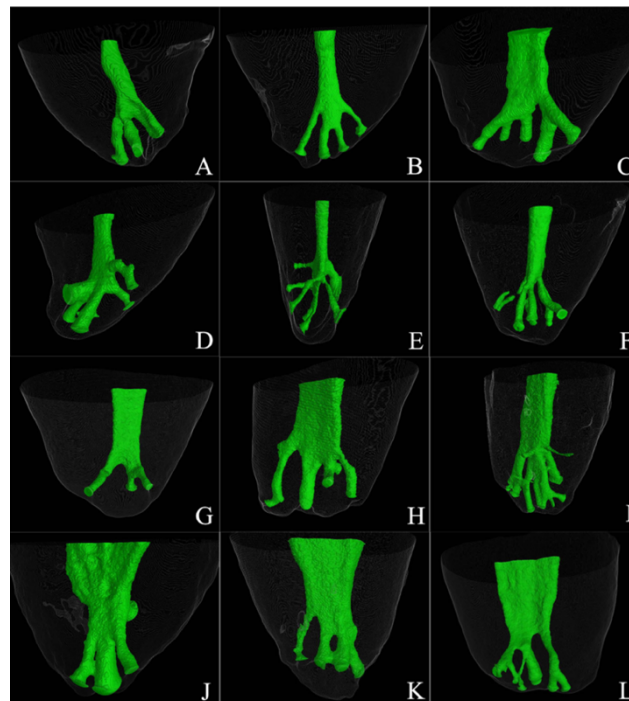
Representación de deltas apicales obtenidos con micro-CT (42) (A-F) Deltas de dientes anteriores. (G-I) Deltas de premolares. (J-L) Deltas de molares.
